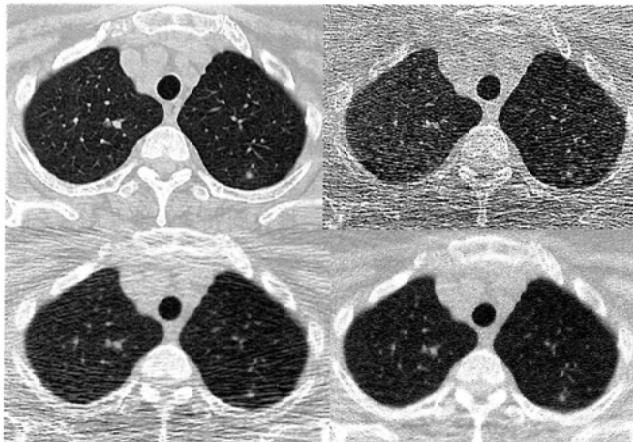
72-year-old female. Lung field CT images at the pulmonary apex level with different dose and reconstruction kernel. A small nodule at the left dorsal apex can be seen more clearly, and the image sharpness is improved by ultra-low-dose imaging with bone kernel reconstruction using ULR.
